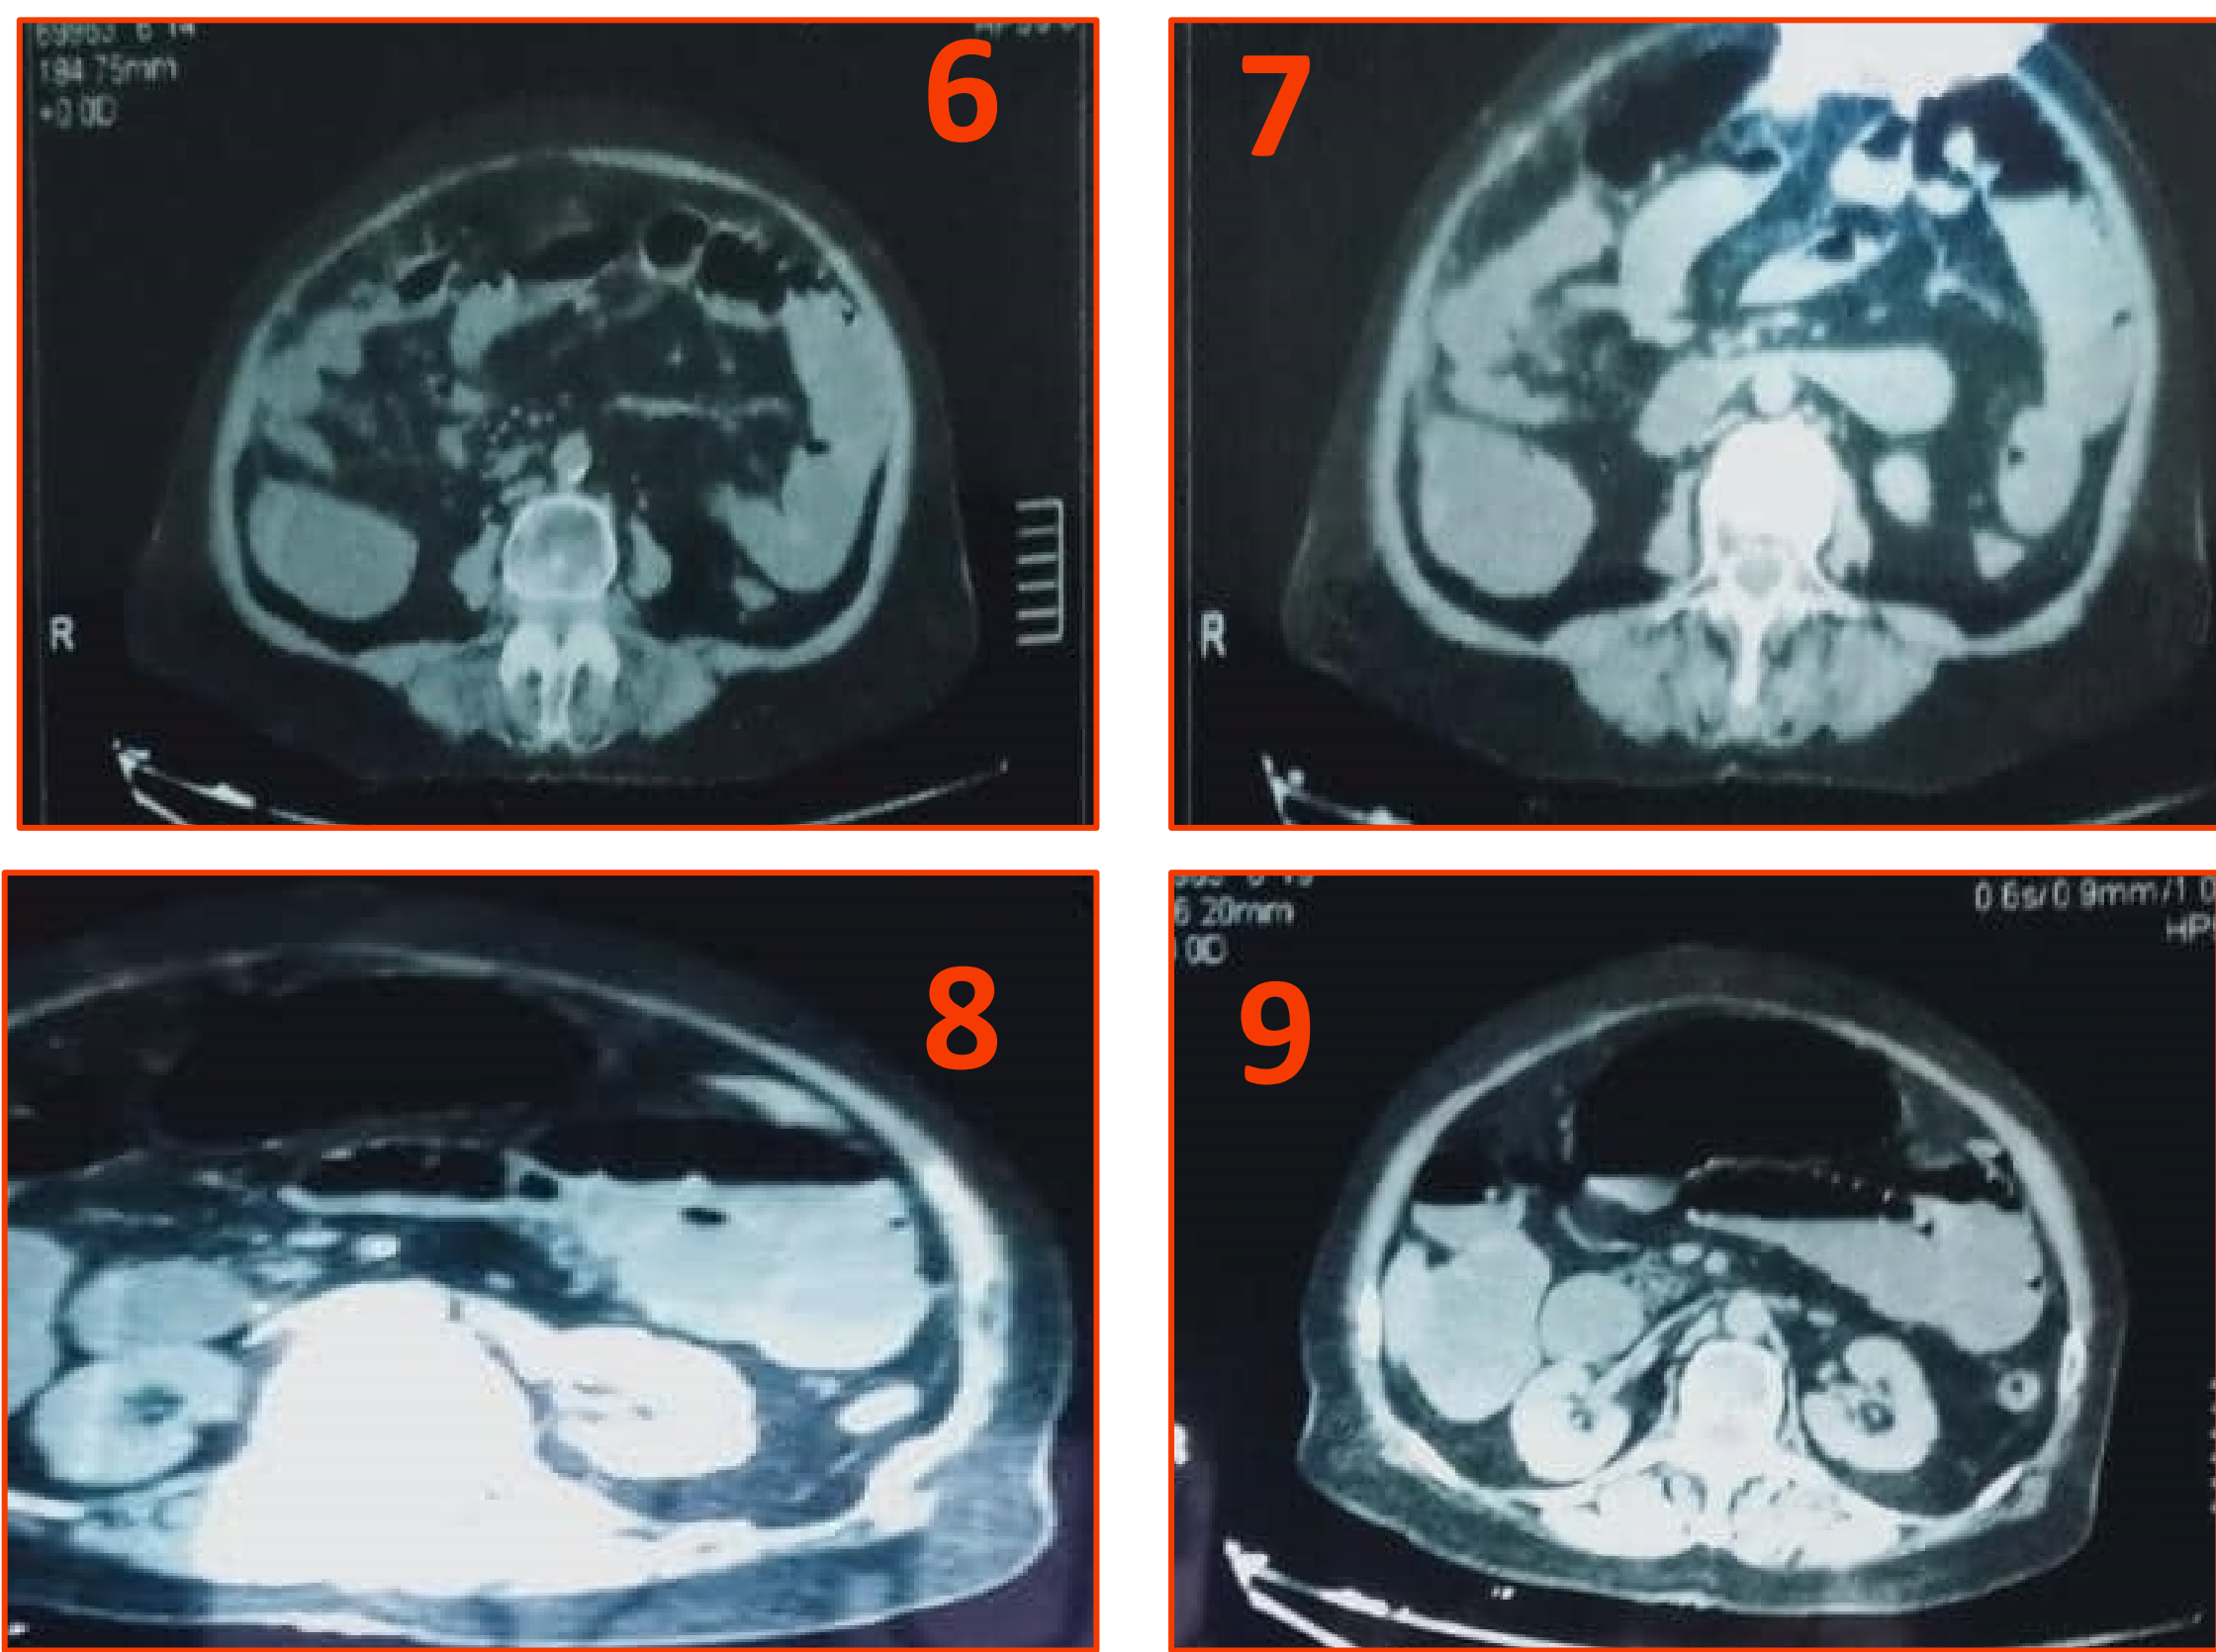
Aspect d'occlusion grêlique à l'angiogramme TDM abdominale
